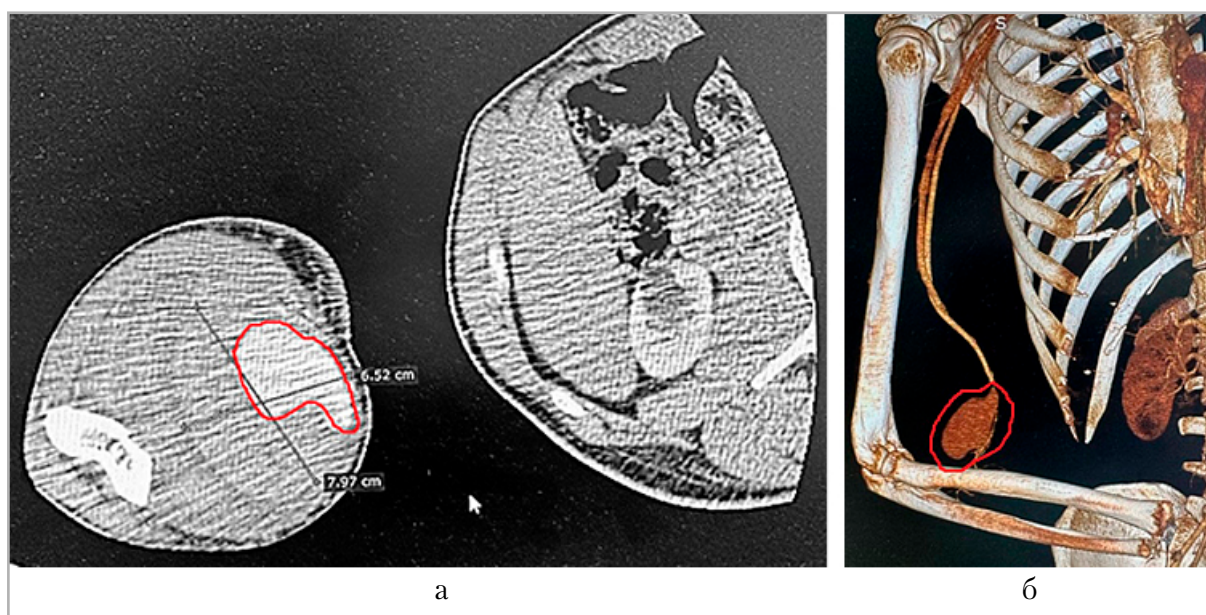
Тот же пациент. КТ-ангиография. Повреждение плечевой артерии и вены на уровне нижней трети правого плеча, наличие ложной аневризмы правой плечевой артерии (красный контур): а — поперечный срез; б — объемная реконструкция
